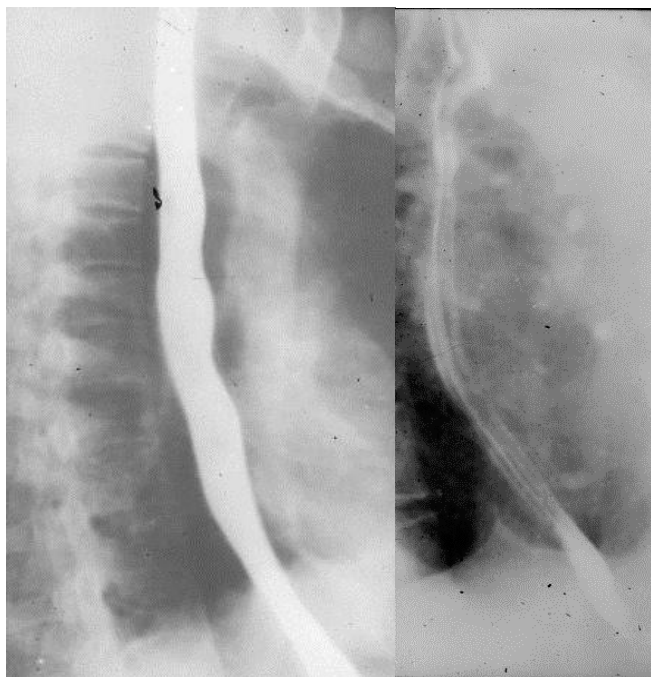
Обзорная рентгенограмма пищевода в первой косой проекции при тугом наполнении (слева). Справа — частичное наполнение. Норма
